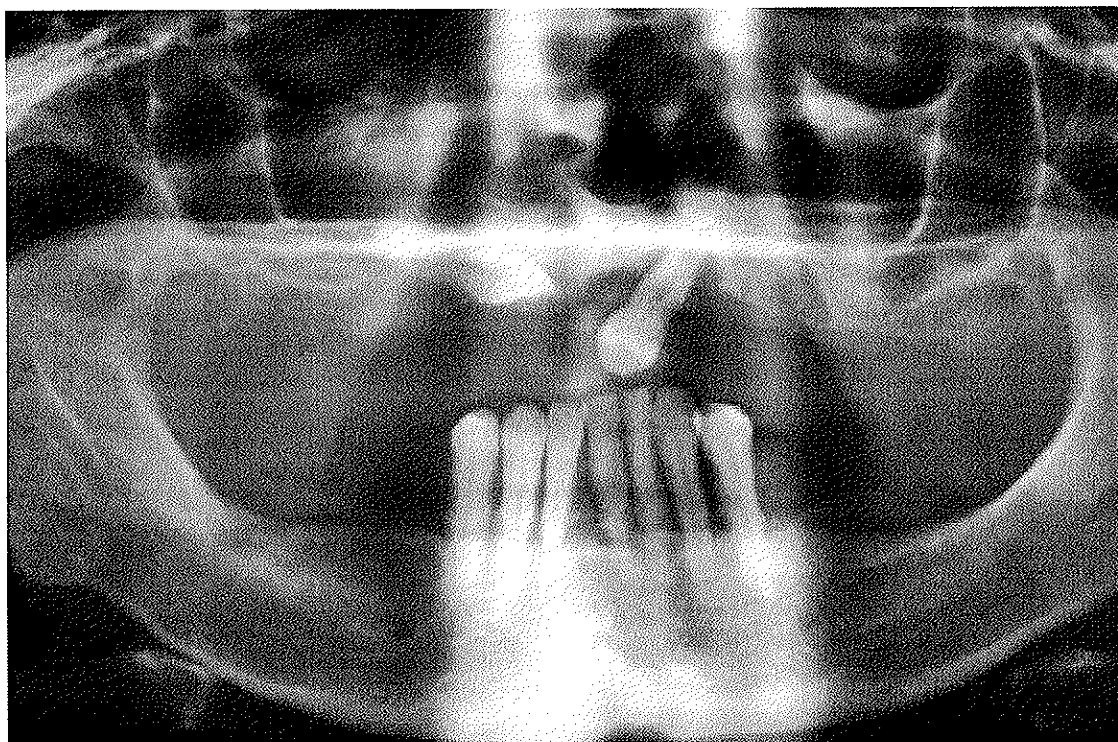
Radiografia panorâmica.
